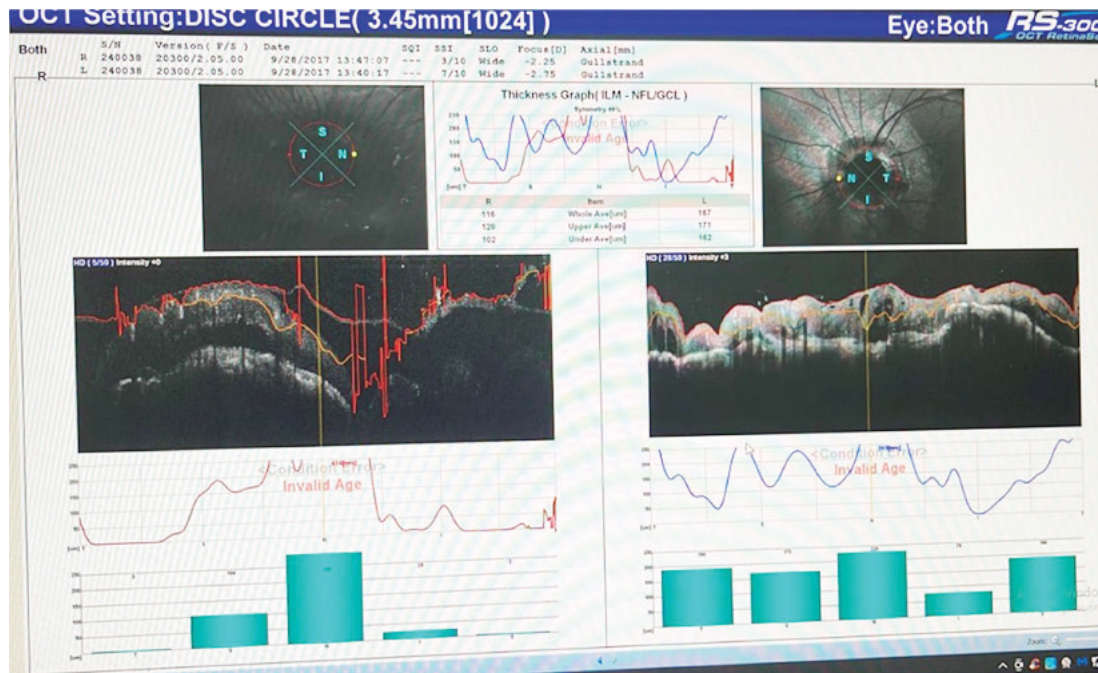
Tomografía de coherencia óptica (OCT).
